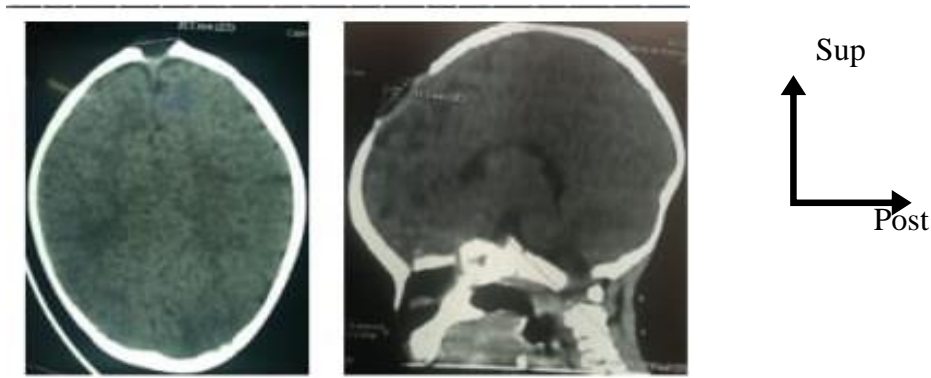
TDM cranio-encéphalique sans iv de PDC objectivant une lésion kystique fontanelle antérieure limitée en bas par le sinus sagittal supérieur (plan axial et sagittal).
